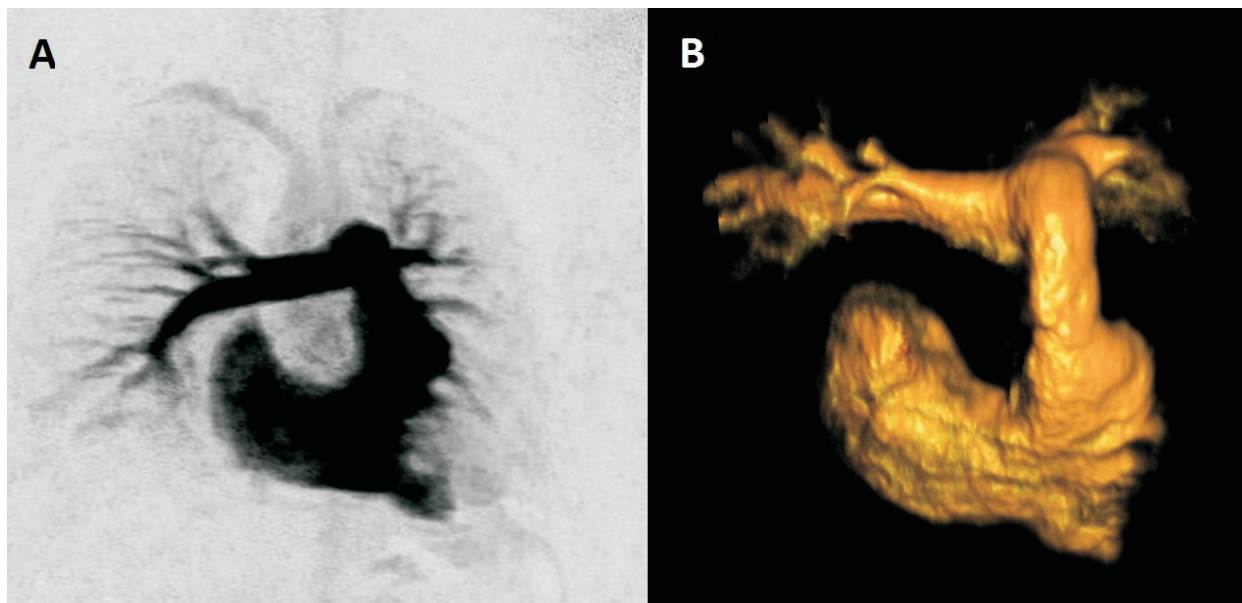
Pacient cu alogrefă decelularizat implantat în poziție AP; vârsta 24 de ani. Angiografie prin RMN cu contrast dinamică, secvență gradient echo. Reconstrucție MIP coronară (A) și reconstrucție VRT (B), care demonstrează o anatomie angiografică normală a ventriculului drept și a alogrefei implantate în poziție AP.
